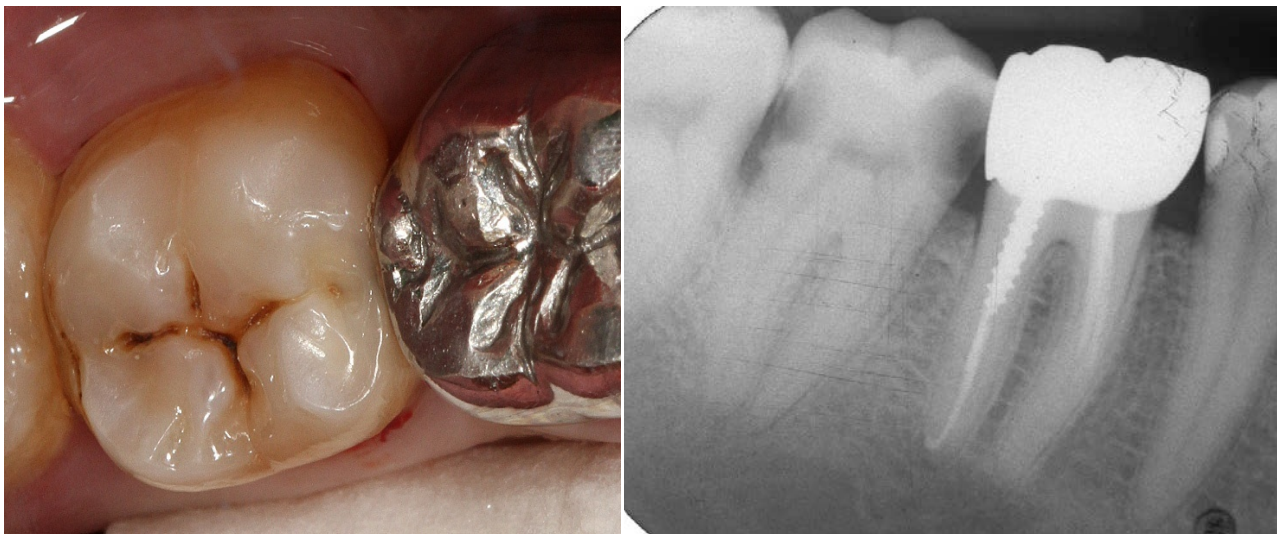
Зуб 47 исходная картина в полости рта и на рентгеновском снимке
